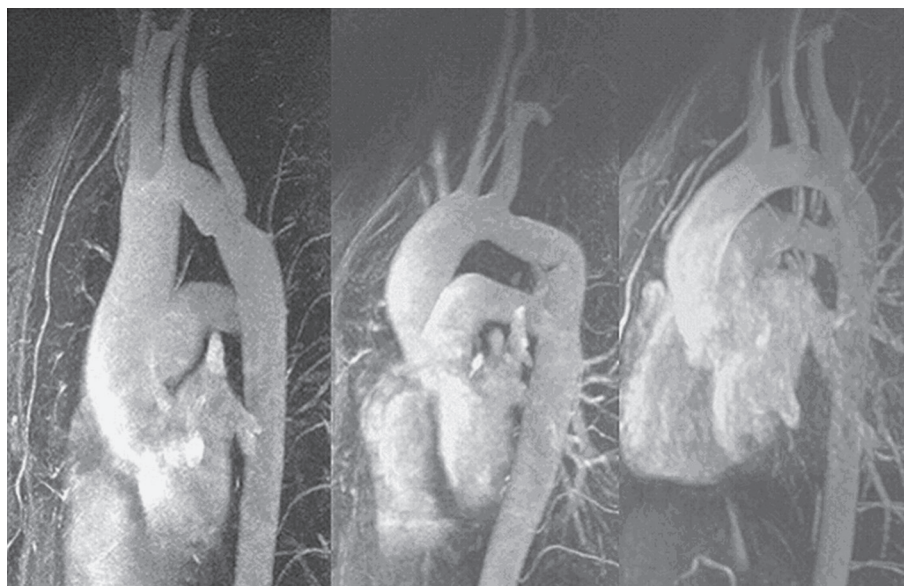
Coarctation isthmique : angio-IRM : différentes morphologies de l'arche aortique après correction chirurgicale : gothique, en créneau et romane (voir définitions dans le texte) (d'après Ou et al., Eur. Heart J., 2004; 25 : 1853-9).
